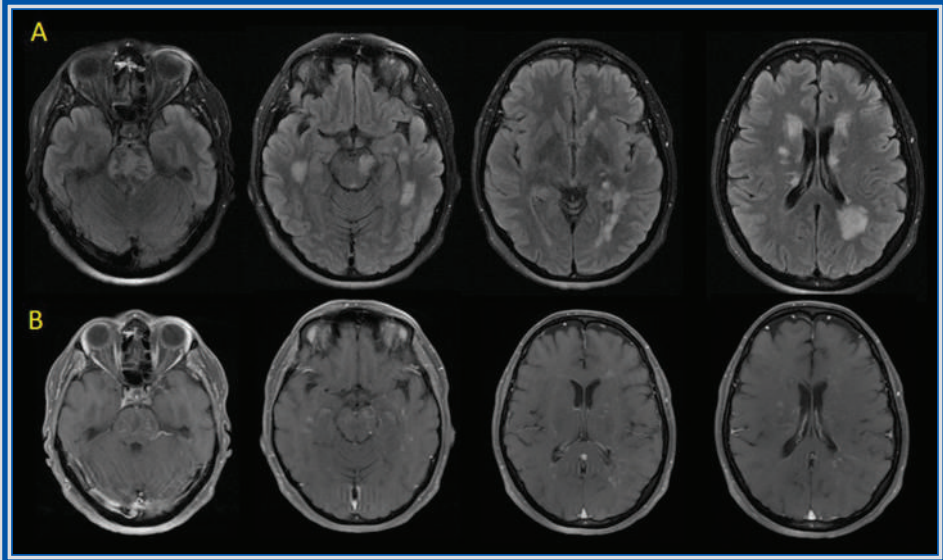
Capítulo 31. Resonancia magnética de cerebro en cortes axiales. (A) Corte axial en la secuencia FLAIR, se observan lesiones hiperintensas en la sustancia blanca, difusas y con un patrón “algodonoso” en la sustancia blanca periependimaria, así como a nivel pontino y en el pedúnculo mesencefálico izquierdo. (B) En la secuencia T1 contrastada se observa captación de contraste heterogéneo en las lesiones pontinas y supratentoriales. No se encontraron lesiones medulares.
